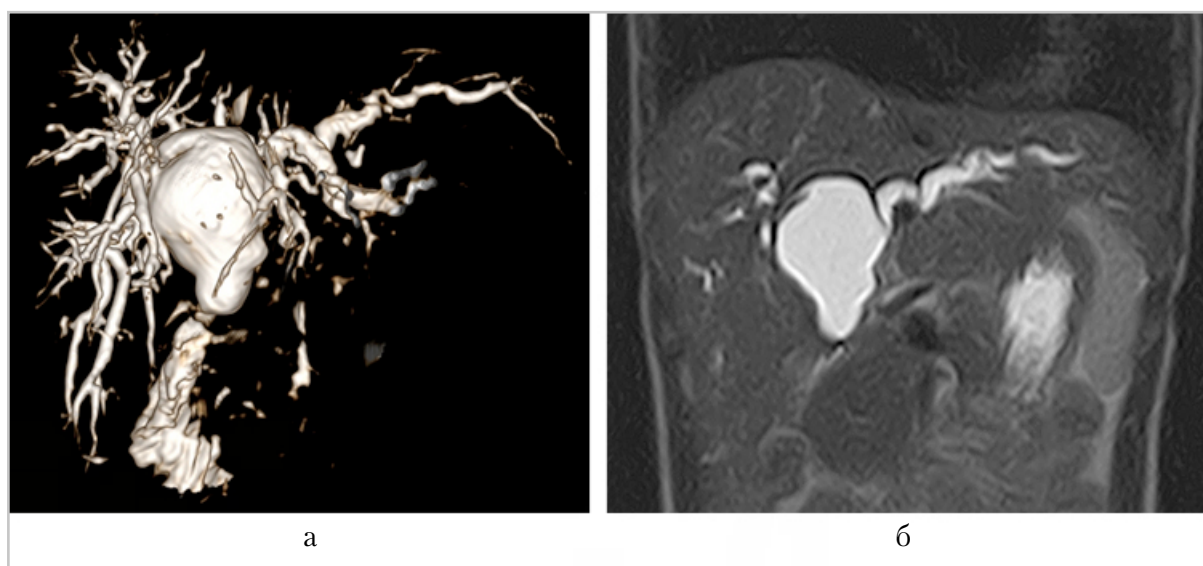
Магнитно-резонансное холангиопанкреатографическое изображение в 3D-реконструкции (а) и магнитно-резонансная томограмма брюшной полости Т2-ВИ в коронарной плоскости (б): выраженное расширение общего печеночного и внутрипеченочных протоков за счет стриктуры гепатикодуоденоанастомоза
